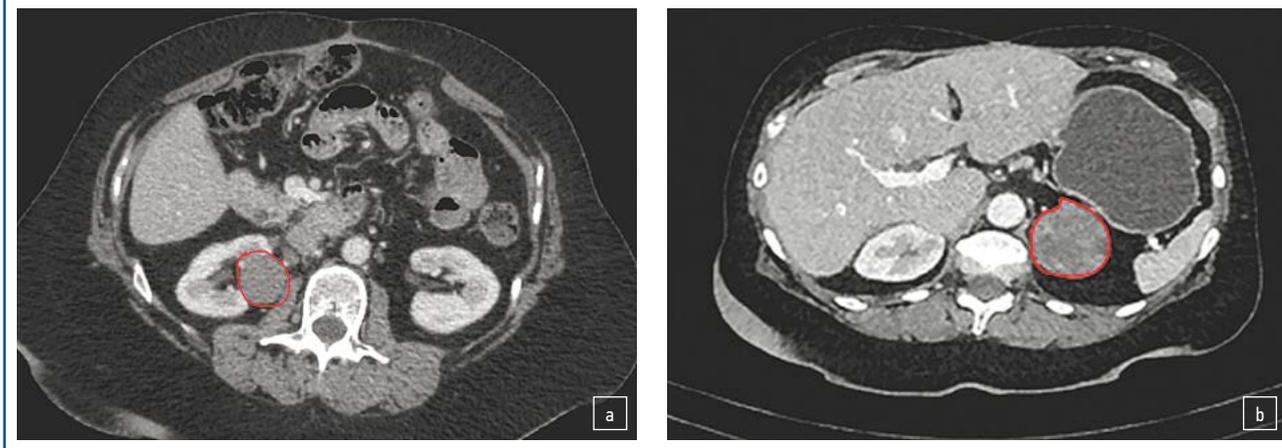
КТ органов брюшной полости от 10.2021: а – образование средней трети почки 30×28,5 мм; б – образование левого надпочечника 28×25 мм.
